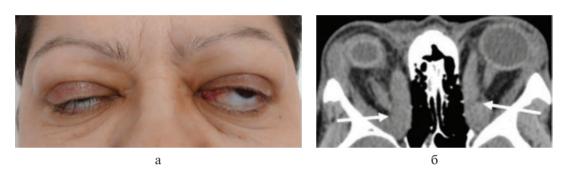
Клинические проявления ЭОП с вовлечением ЭОМ и РБК. а — фотография; б — МСКТ, аксиальная проекция: компрессия зрительного нерва (белые стрелки) у пациентки с тяжелой формой ЭОП, осложнившейся оптической нейропатией.
